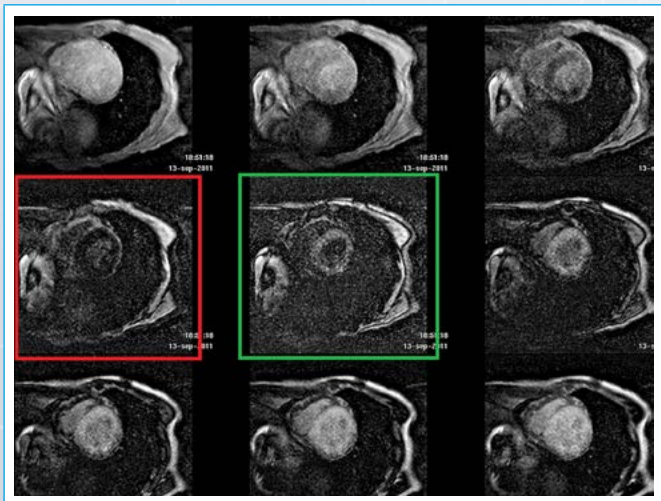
Valoración rápida del comportamiento del T1 en RM mediante secuencia localizadora del tiempo de inversión (*Look Locker*). Tras la administración de contraste, el miocardio normal contiene una menor concentración de contraste que la sangre y, por tanto, debería tener un T1 más largo. Por eso, la cavidad ventricular alcanza el punto cero y se suprime antes que el miocardio. En este paciente, el miocardio pasa por el punto cero (*cuadrado rojo*) antes que la cavidad ventricular (*cuadrado verde*), indicando un comportamiento anómalo del miocardio, con aumento de retención del gadolinio. Este hallazgo es patognomónico de amiloidosis cardíaca
